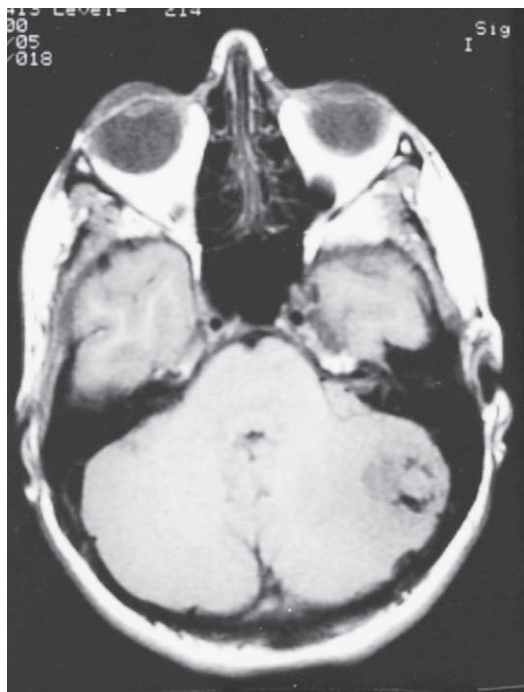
Hemangioblastoma. La MRI en el plano axial (izquierda) ilustra el tumor y el edema acompañante en el hemisferio cerebeloso izquierdo. La angiografía vertebral izquierda selectiva (derecha) define un nódulo hipervascular con venas de drenaje dilatadas.
